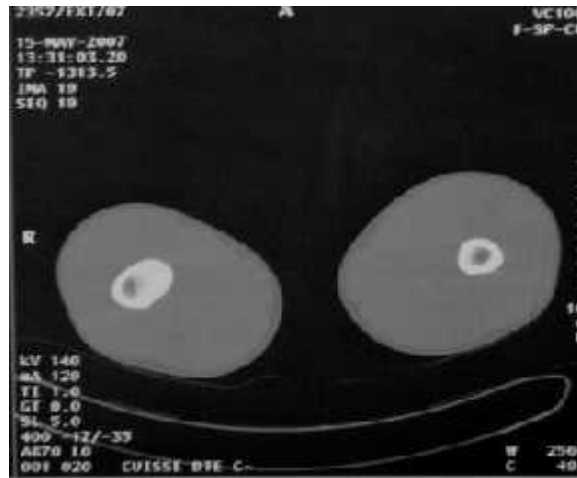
TDM passant par les deux fémurs a montré une lésion osseuse sous-corticale renfermant un nidus d'environ 1 cm de grand axe et étendu sur environ 1,2 cm de hauteur, hypodense, entouré d'une réaction d'ostéocondensation avec épaissement cortical faisant évoquer fortement un ostéome ostéoïde.
